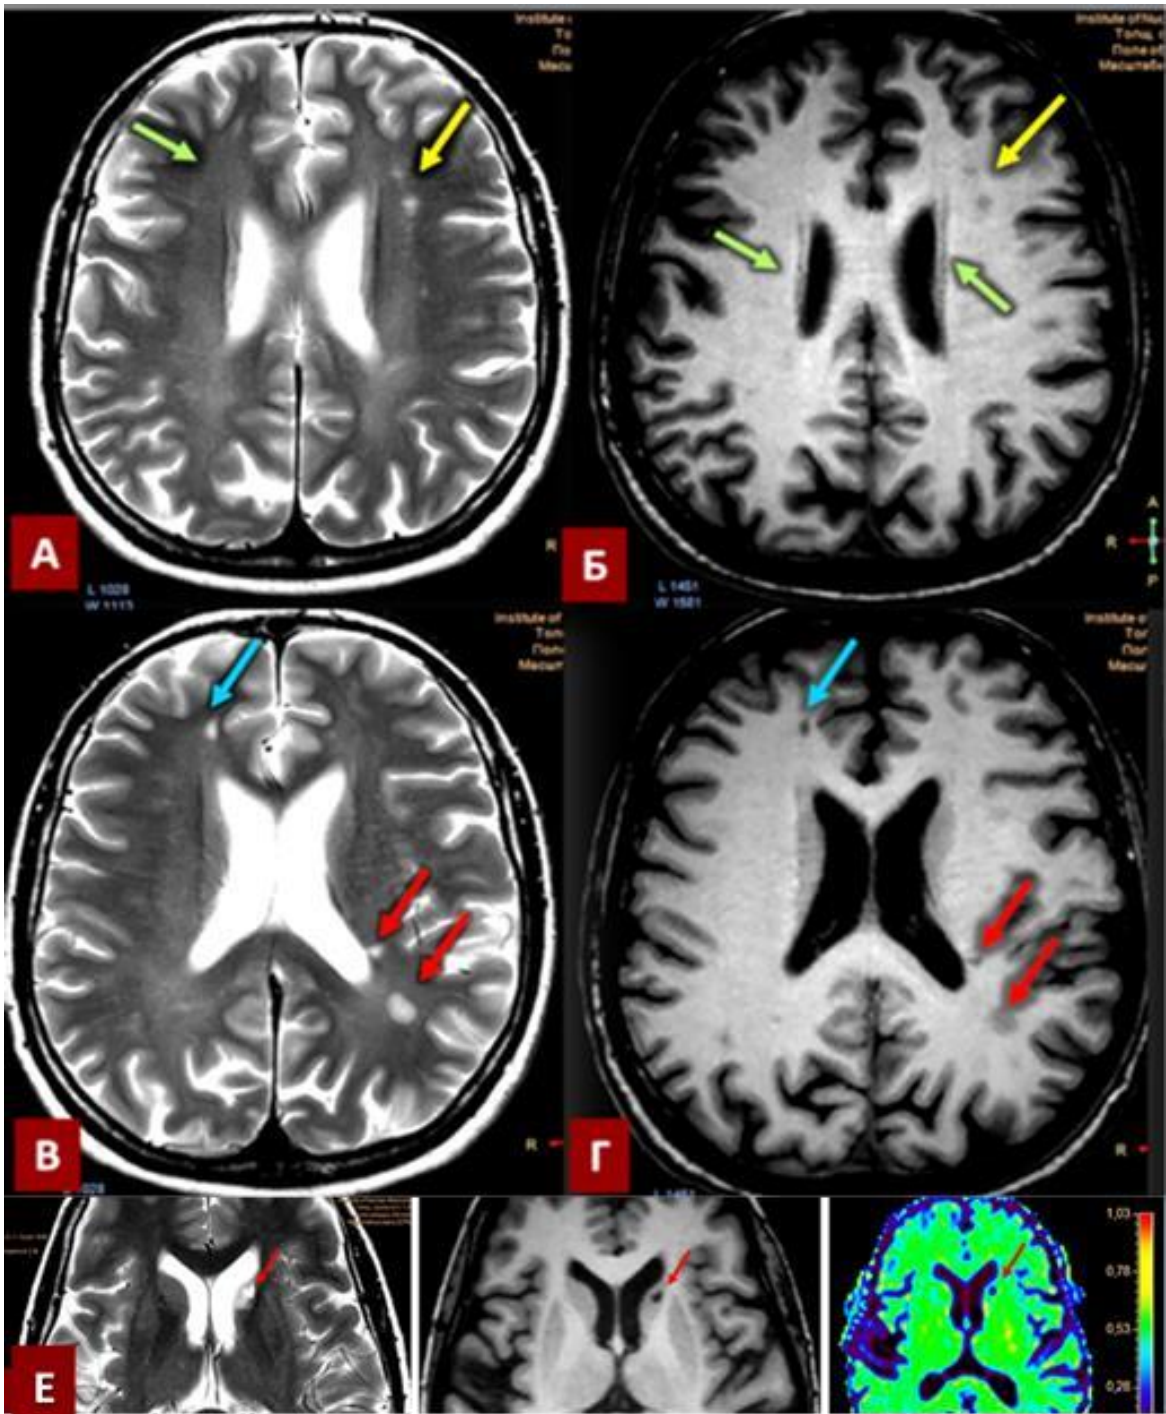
Візуальні МРТ- ознаки ЦХМС (T_2WI , T_1WI): ГПВГБРГМ - помірно (до 4,5) гіперінтенсивне “halo” (А,Б - зелені стрілки); РПВП - криблюра в лівій ПФД діаметром 6,62 мм (В, Г, Д – сині стрілки); ГІГБРГМ – субкортикальні осередки правої ПФД (А, Б – жовті стрілки): ЛІ в ГБРГМ праворуч 4,24 і 10,22 мм в діаметрі (В, Г, Д – червоні стрілки). (T_2WI , T_1WI , DWI): наслідки ЛІ в перивентрикулярній ГБРГМ праворуч (Е).
